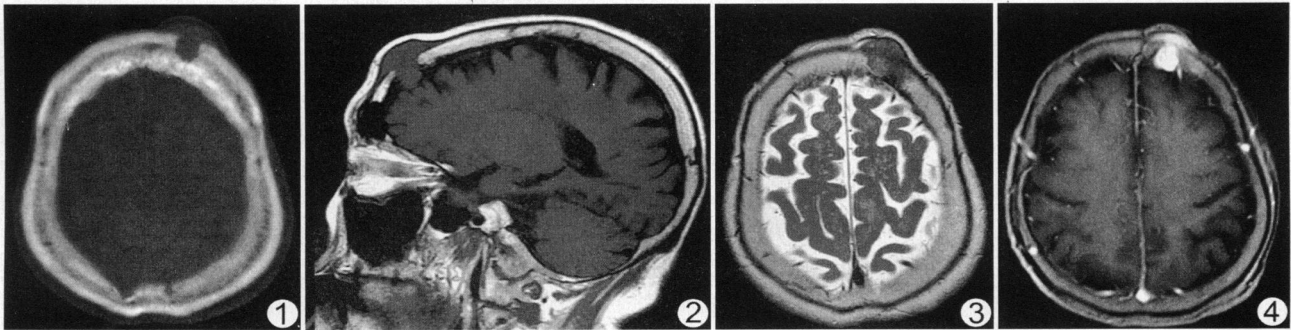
CT 轴位平扫骨窗图像 图 2 MR 矢状位 T1WI 图 3 MR 轴位 T2WI 图 4 MR 轴位 T1WI 增强扫描图像
